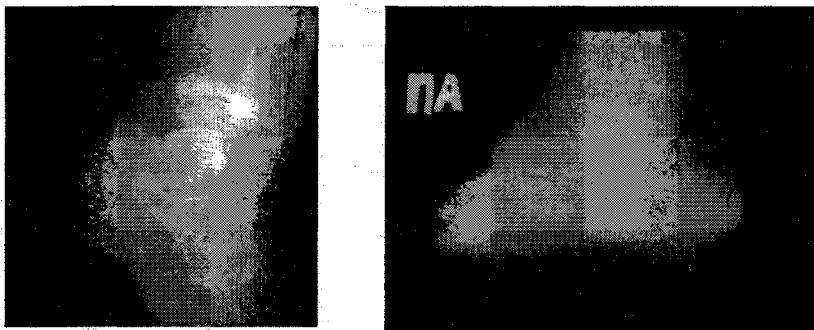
Рентгенограммы стопы больной Б-ой до и после удлинения ее переднего и заднего отделов
